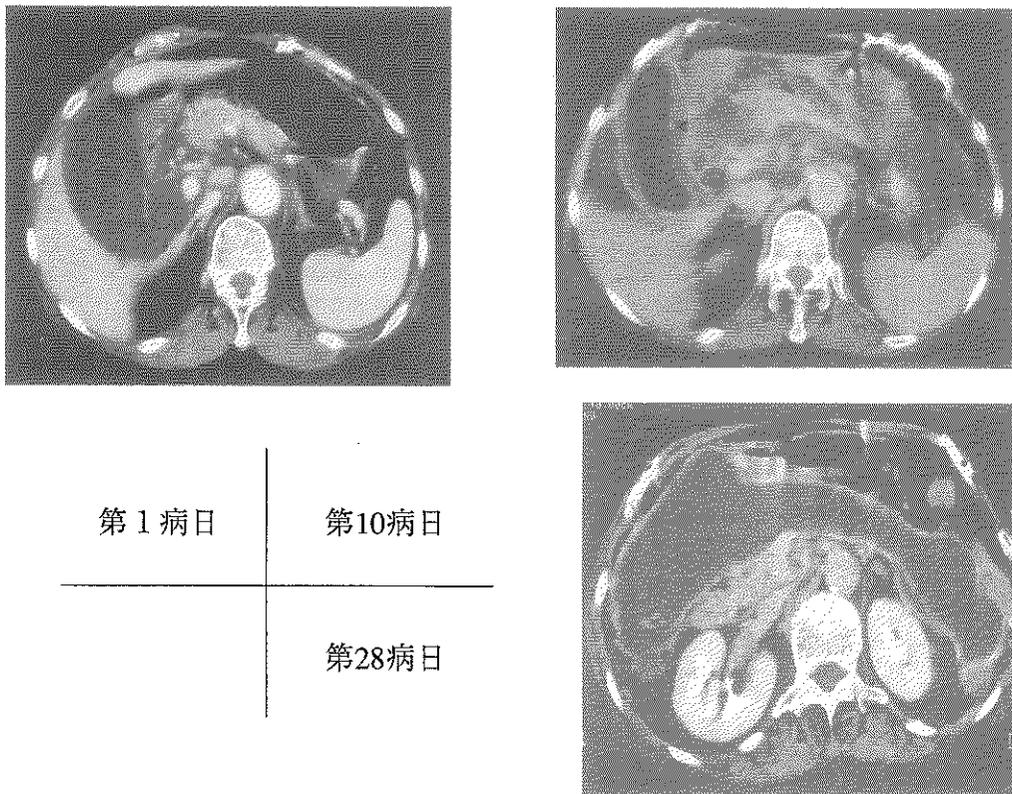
症例1 (79歳・女性, 胆石性膵炎) のCT所見の経時的推移
